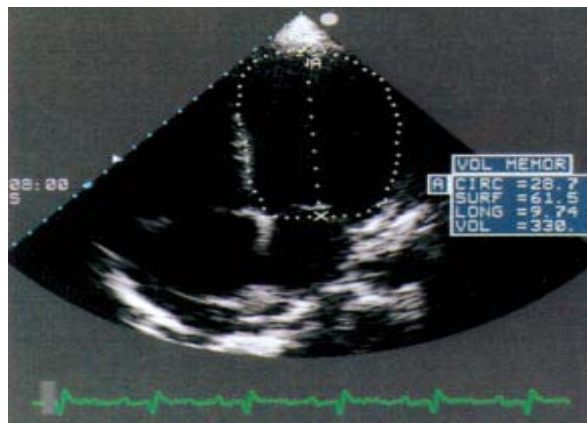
Coupe bidimensionnelle apicale quatre cavités. Mesure échocardiographique du volume du ventricule gauche par la technique de l'ellipsoïde monoplan : le ventricule gauche est très dilaté (330 mL).
